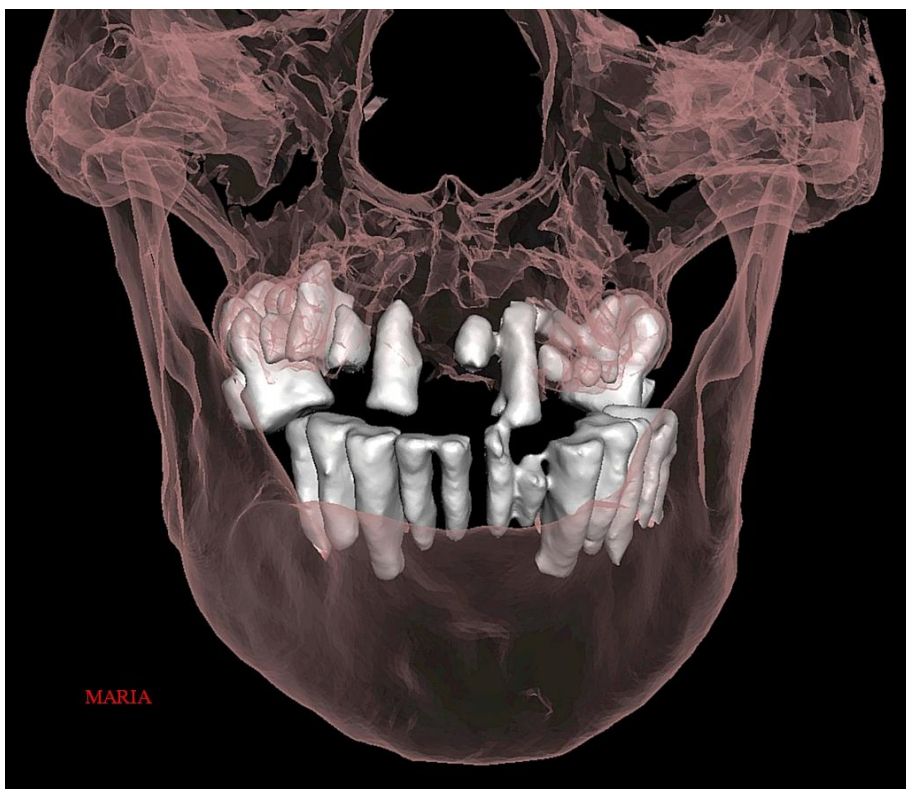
Reconstrucción 3D por tomografía computarizada (TC) que muestra un mal estado dental con múltiples dientes rotos en 'Maria'.
